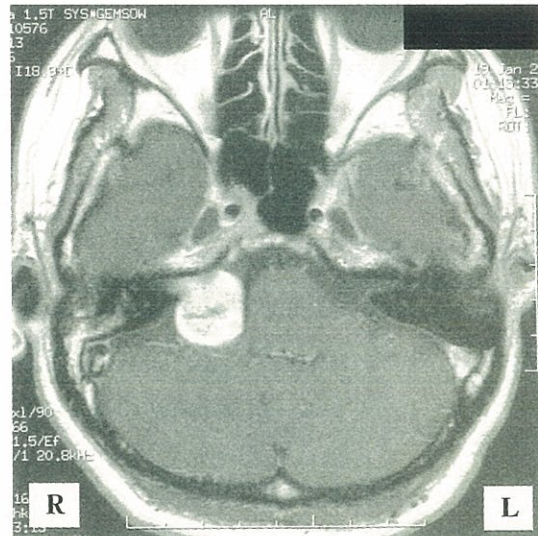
右聴神経腫瘍を有する50歳女性患者の水平断MRI。腫瘍の大部分は小脳橋角槽内にある。
